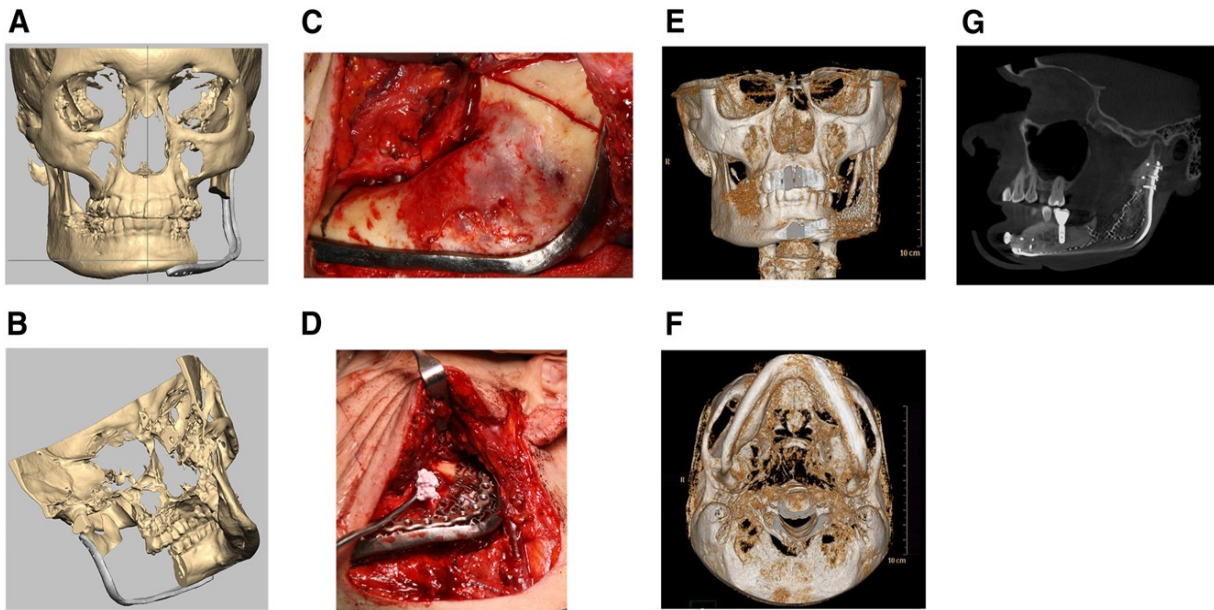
immagini relative al caso 2. A) B) Immagini generate al computer utilizzando il software Romexis per la pianificazione preoperatoria virtuale: mostrano la piastra di ricostruzione posta sull'area prevista per la resezione da una visuale anteriore (A) e mediale (B). C) Fotografia intraoperatoria che mostra la piastra di ricostruzione in posizione e le linee di resezione mandibolare. D) Fotografia intraoperatoria con costruito ingegnerizzato posto sotto la rete di contenimento in titanio nel sito di resezione mandibolare. E) F) Tomografie computerizzate tridimensionali (TC 3D) postoperatorie mostrano il ramo mandibolare rigenerato 12 mesi dopo l'intervento da una vista anteriore (E) e basilare (F). G) Scansione TC cone beam che mostra la presenza di un impianto dentale efficacemente inserito nell'osso mandibolare rigenerato.
